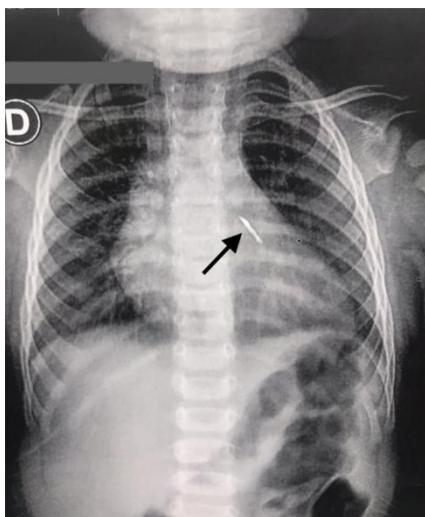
Radiografia de tórax evidenciando corpo estranho.
